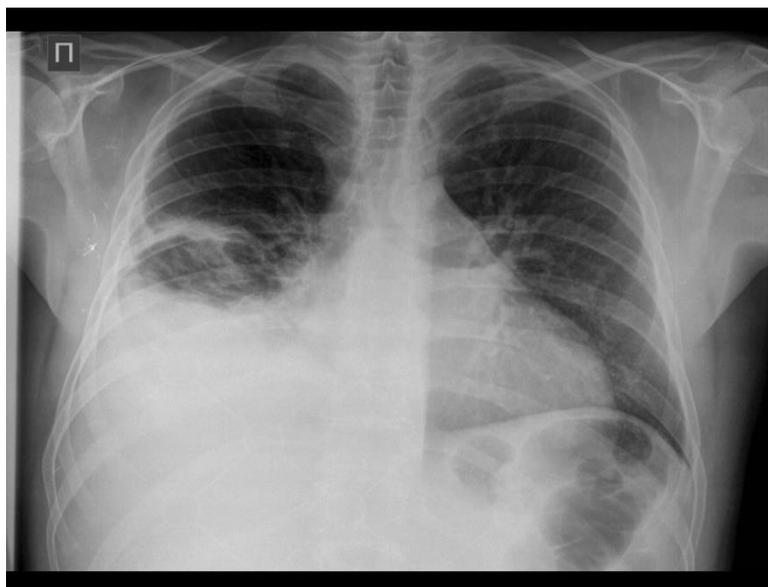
Рентгенограммы органов грудной клетки пациента с ДКМП в прямой и боковой проекции
